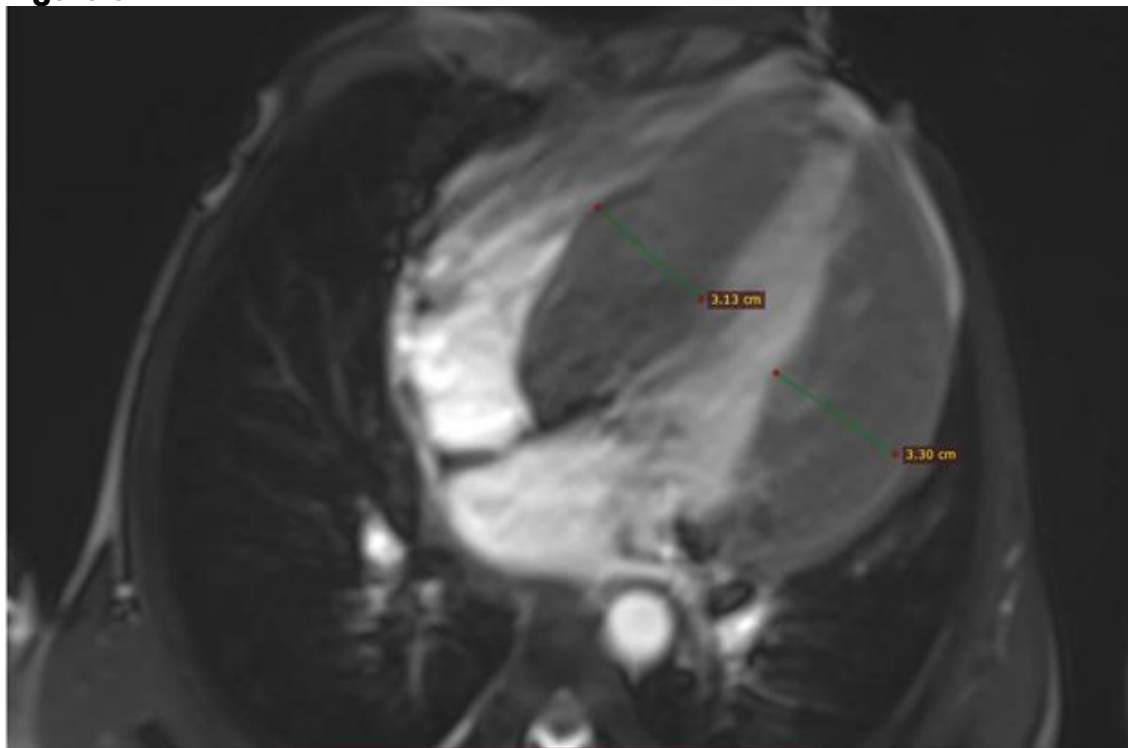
Imagen de Cine Resonancia Magnética Cardíaca en cuatro cámaras. Se observa grosor importante del septo y pared posterior del ventrículo izquierdo.
